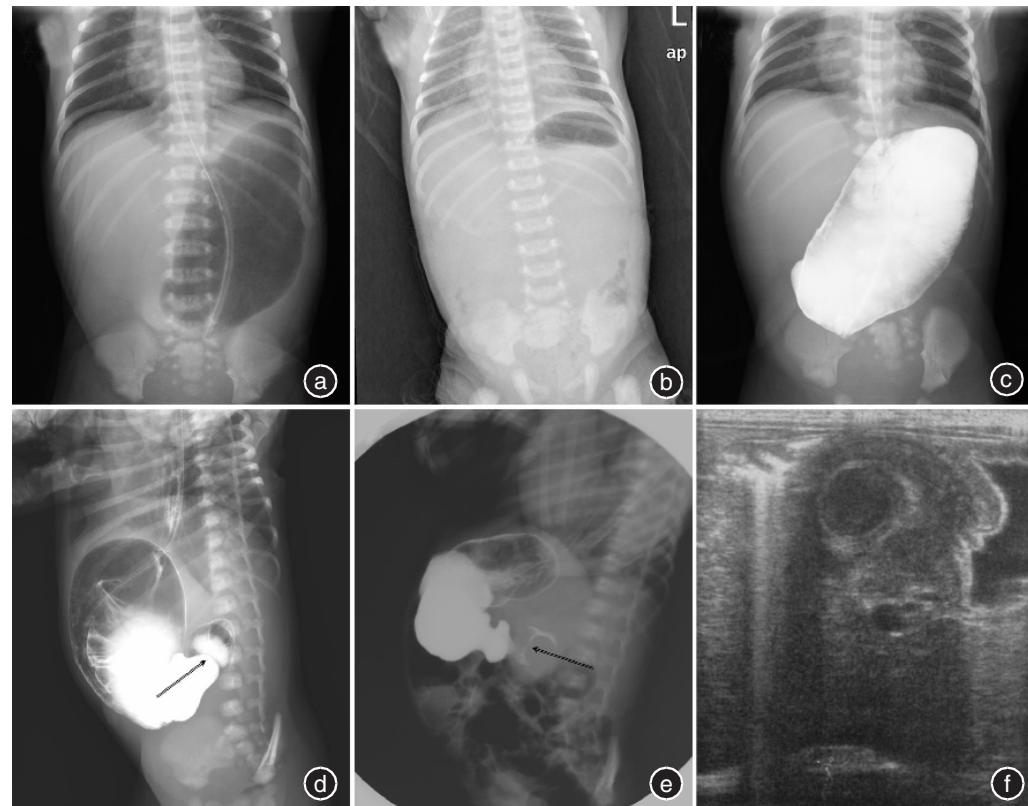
患儿影像检查结果 a. 幽门完全闭锁腹部平片, 见单一扩张的胃泡, 远端无肠气; b. 幽门有孔瓣膜闭锁腹部平片, 肠腔仅有少许肠气; c. 上消化道碘海醇造影示幽门完全闭锁胃出口处完全梗阻; d. 幽门有孔瓣膜闭锁合并环状胰腺, 碘海醇造影剂可通过瓣膜(箭头所示), 但无法通过十二指肠球后部; e. 幽门重复畸形, 碘海醇造影剂通过幽门缓慢, 幽门管细长呈“线样征”(箭头所示); f. 幽门重复畸形超声可见幽门部一低回声圆形团块
